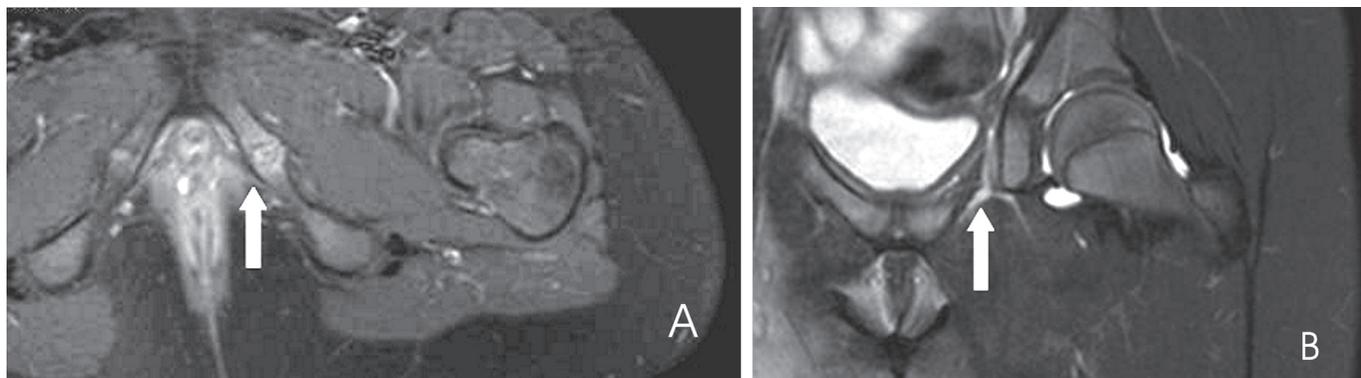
Ressonância nuclear magnética em corte axial (A) e sagital (B) demonstrando discreto edema ósseo (setas) junto ao centro de ossificação no ramo isquiopúbico esquerdo, que pode estar relacionado com a sobrecarga mecânica ou pós-contusional. Observa-se ainda pequeno derrame articular com tênue sinovite no quadril esquerdo, sem áreas de proliferação sinovial focal, possivelmente relacionado com sinovite transitória.
